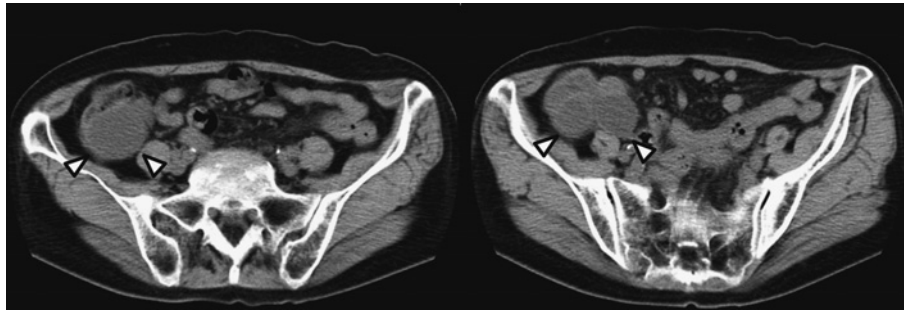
腹部単純 CT (発見時, 2015 年 3 月)
